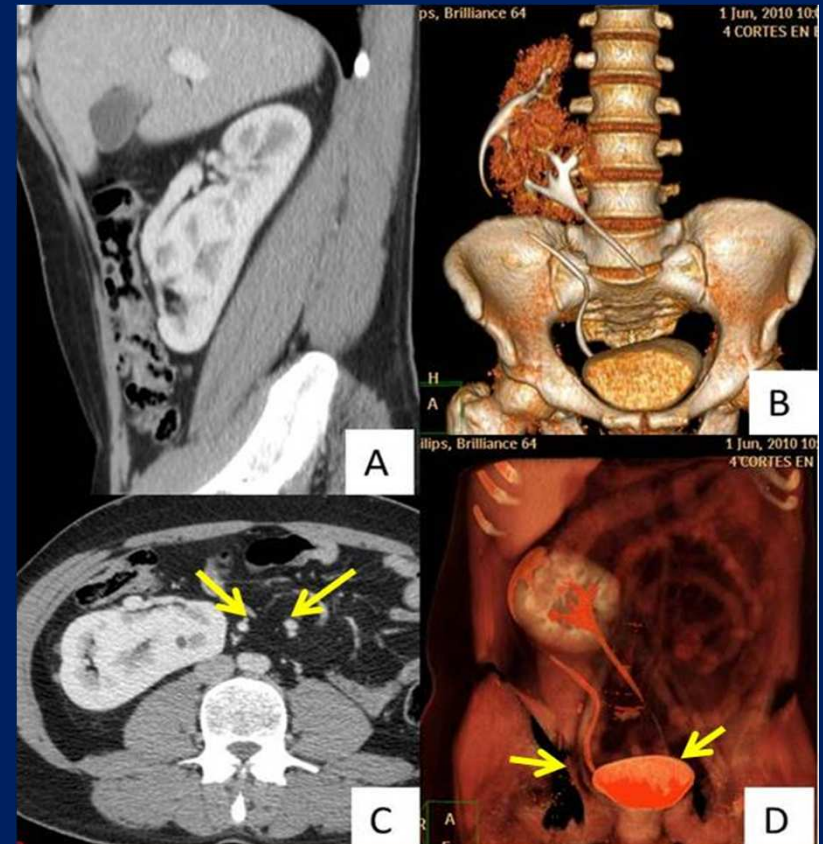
Riñón izquierdo ectópico fusionado al polo inferior del riñón derecho con imágenes compatibles con divertículos caliciales a nivel superior del riñón derecho. A. Corte sagital de TC se observa riñón aumentado de tamaño a expensas de fusión de ambos. C. corte axial donde se observa el riñón aumentado y ausente del lado izquierdo. B y D. Reconstrucción 3D demuestra el trayecto completo de los uréteres (flecha) desembocando a cada lado de la vejiga.
